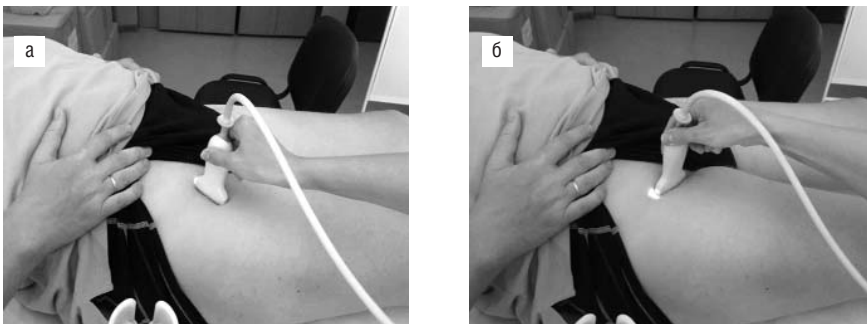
Техника УЗИ ТБС: а – продольная проекция; б – поперечная проекция
